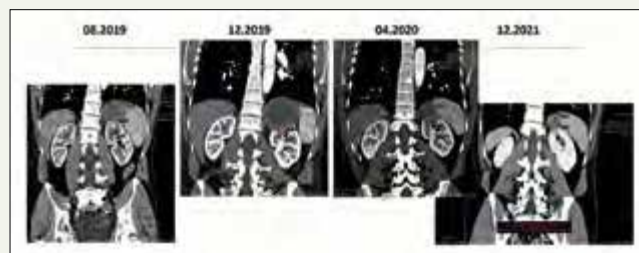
Динаміка метастатичних вузлів у нирках на КТ після 8-го курсу пембролізумабу
